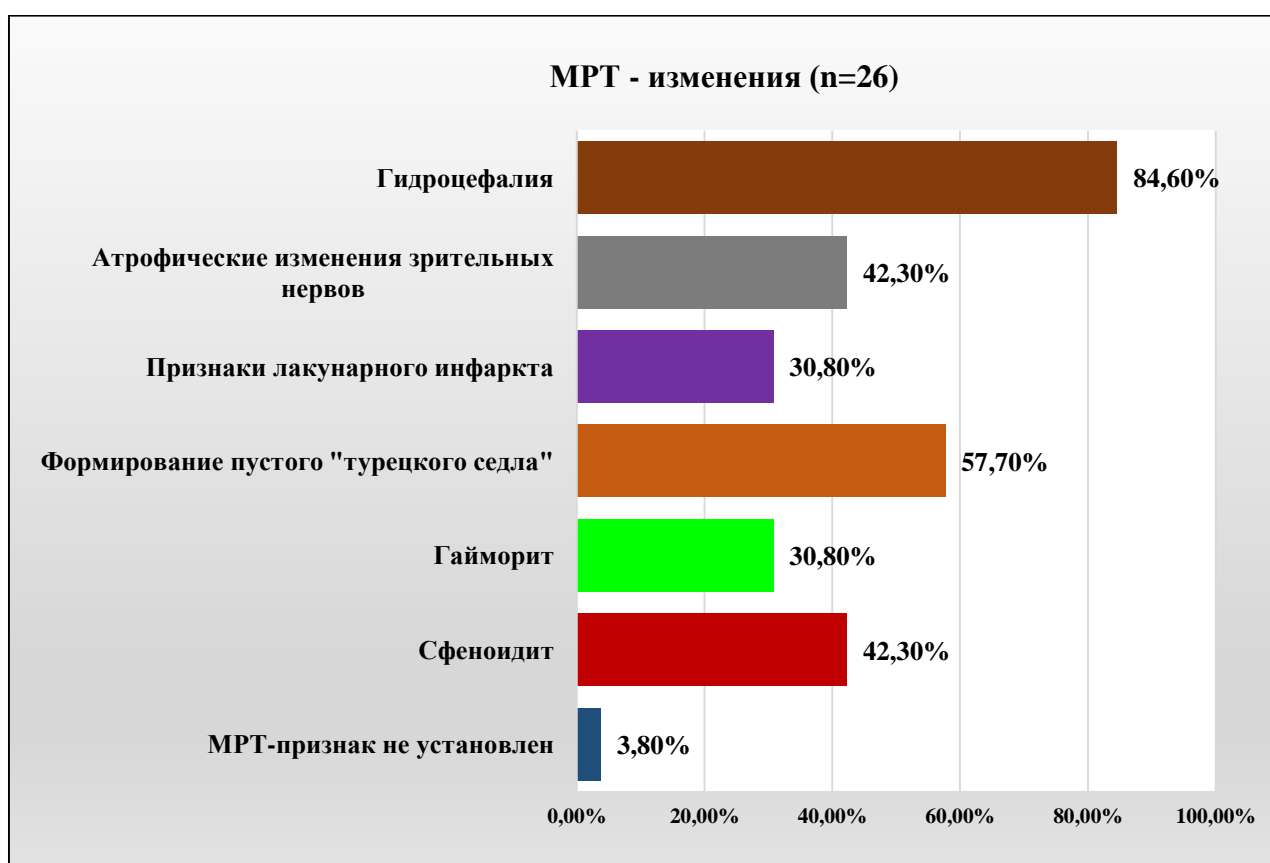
МРТ-изменения у больных с нейро-болезнью Бехчета (n=26)
